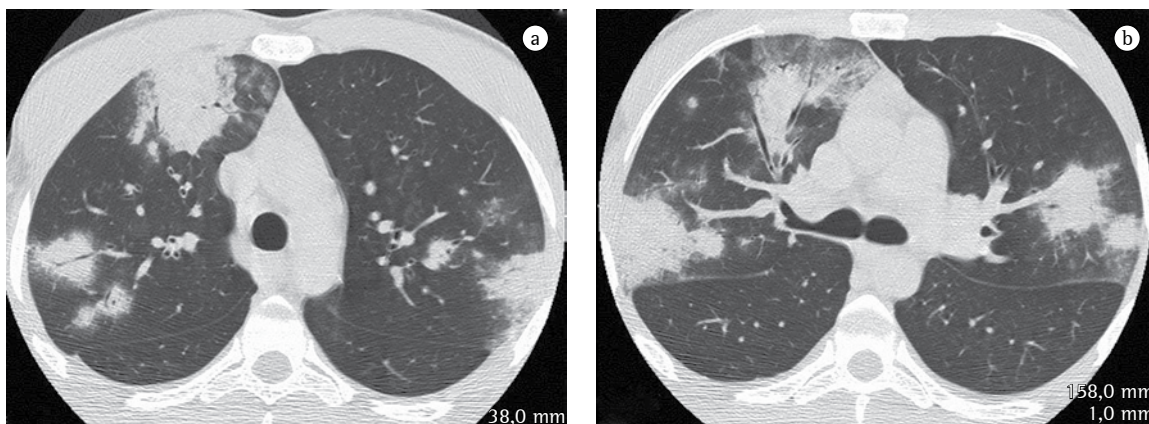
A tomografia computadorizada de alta resolução realizada à internação, com cortes com janela para parênquima pulmonar, ao nível do arco aórtico (a) e da bifurcação brônquica (b), mostrando consolidações focais esparsas, com broncograma aéreo de permeio, observando-se opacidades em vidro fosco na periferia das consolidações. Notar também em b) pequeno nódulo no pulmão direito.
